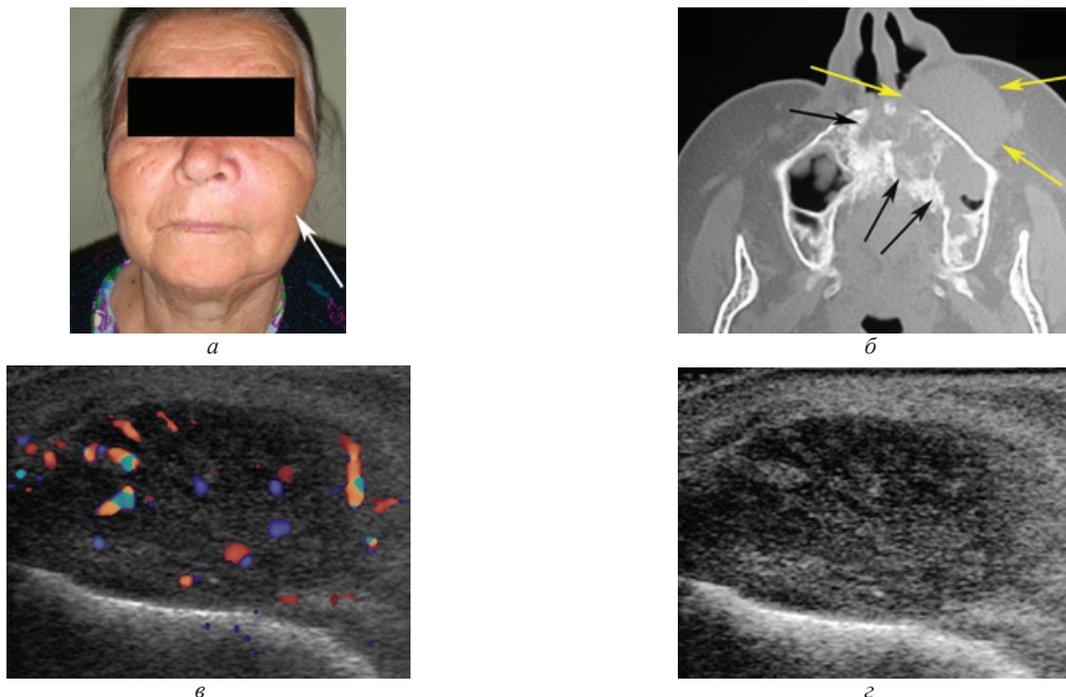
Внешний вид больной со вторичным раком (белая стрелка) верхней челюсти слева (а). Компьютерная томограмма (б) этой больной (чёрные стрелки – локализация опухоли в костной ткани, жёлтые стрелки – прорастание опухоли в окружающие мягкие ткани). На сонограмме в В-режиме (в) визуализируется гипохогенное образование округлой формы с нечёткими границами и неровными контурами. В нижнем отделе образования определяется узкая гиперваскулярная тень – передне-боковая стенка верхнечелюстной кости. На сонограмме в режиме цветового доплеровского картирования (г) новообразование гиперваскуляризировано
